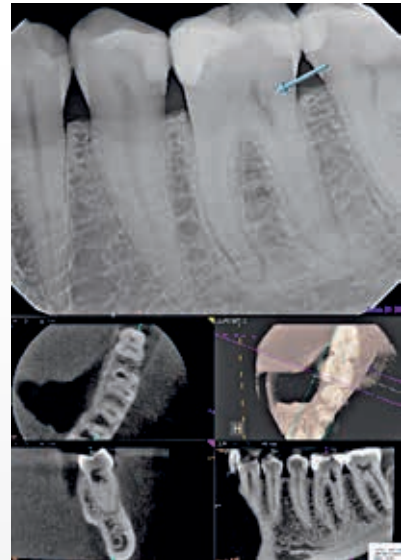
Røntgenbildet av tann 36 viser en intern infeksjons relatert resorpsjon i distale rot. Det lar seg vanskelig avgjøre, hvilken del av roten resorpsjonen befinner seg uten å benytte CBCT, som gjør det klart, at det er den distolinguale kanalen, som er affisert av resorpsjonen. (Courtesy Dr. M. Olesen / M. Haapasalo).
